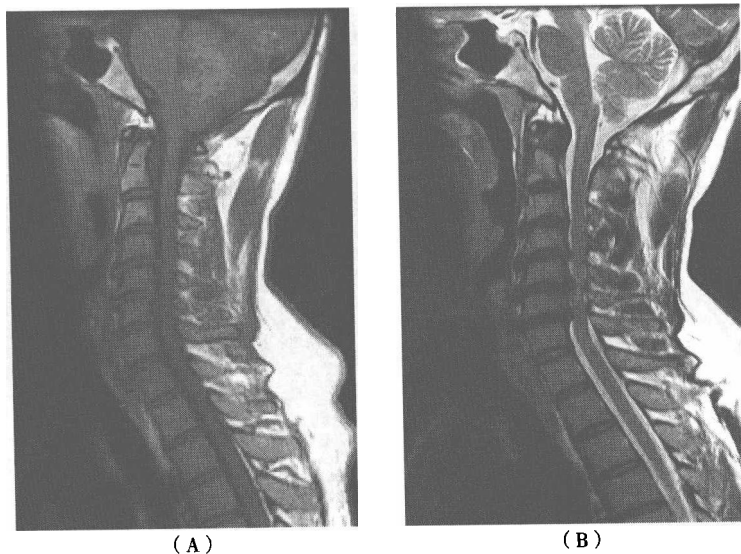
矢状位 MRI 对颈椎椎间盘病变的显示
